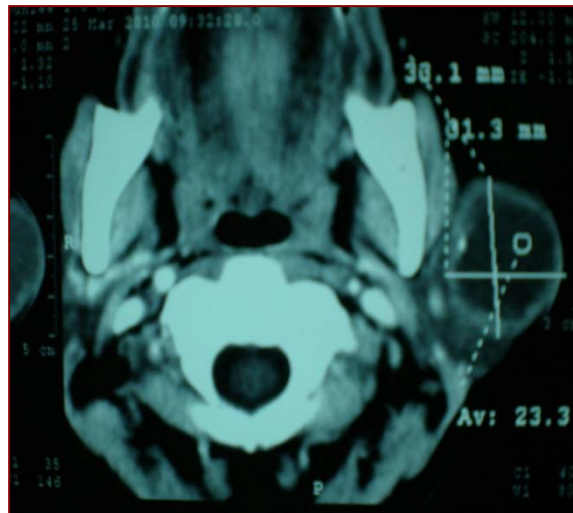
TDM parotidienne en coupes axiales : lésion kystique parotidienne gauche à paroi épaisse avec calcification périphériques.
